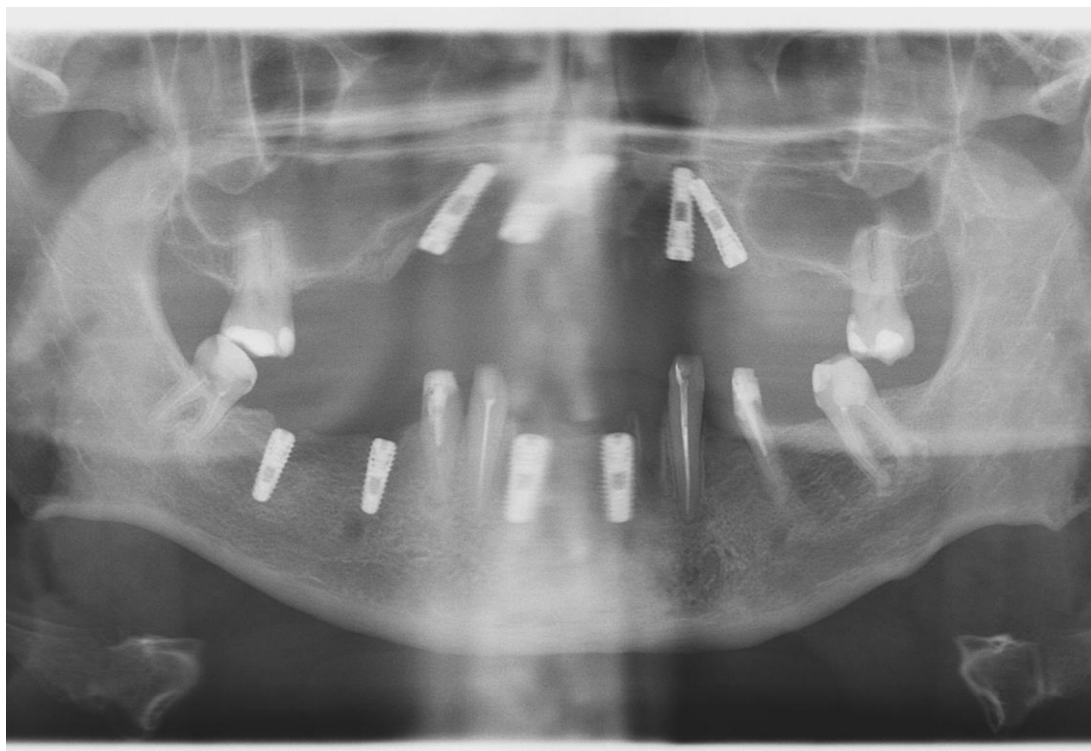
Ортопантомограма пацієнта К. 47 років через 4 місяці після імплантації. Історія хвороби №20200211
